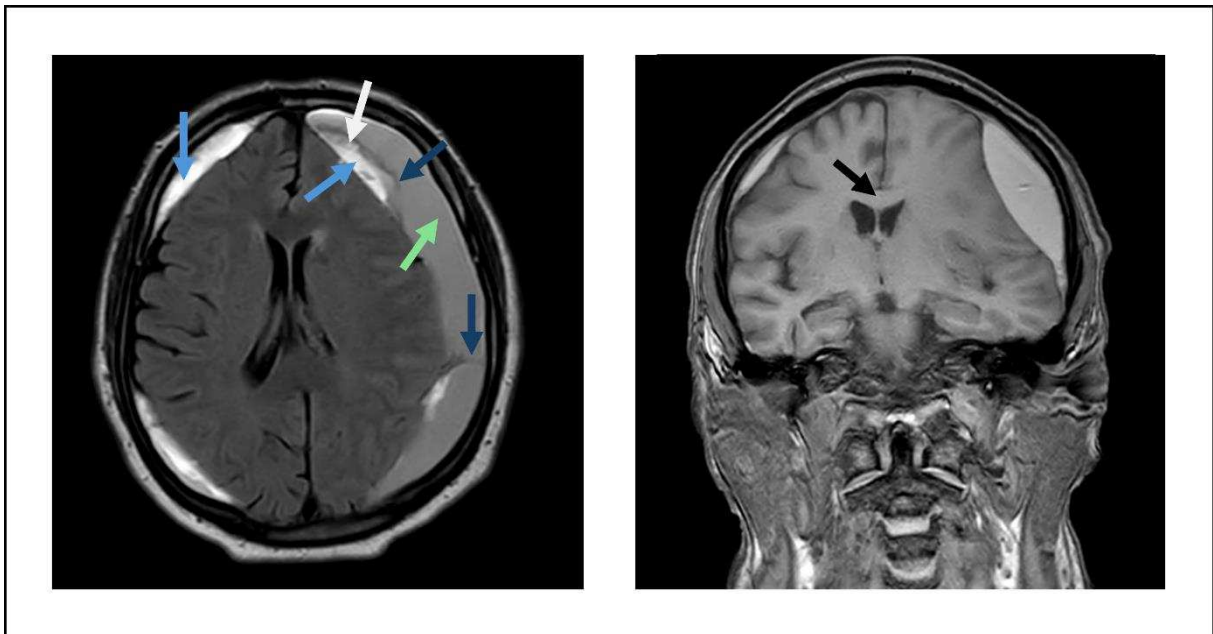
Radiologie cMRT T1 nativ. cMRT eines chronischen Sunduralhämatoms beidseits. Zu sehen sind alte (hellblaue Pfeile) und neuere Blutbestandteile (grüner Pfeil). Weiter sind Septen (dunkelblaue Pfeile) und Blutabbauprodukte (weißer Pfeil) zu erkennen. In der coronar Ansicht zeigt sich eine beginnende subfalzine Herniation (schwarzer Pfeil) bei raumforderndem Effekt nach kontralateral und beginnender Kompression des ipsilateralen Seitenventrikels. cMRT T1 nativ, links axial, rechts coronoar (cMRT: Kraniale Magnetresonanztomographie).
